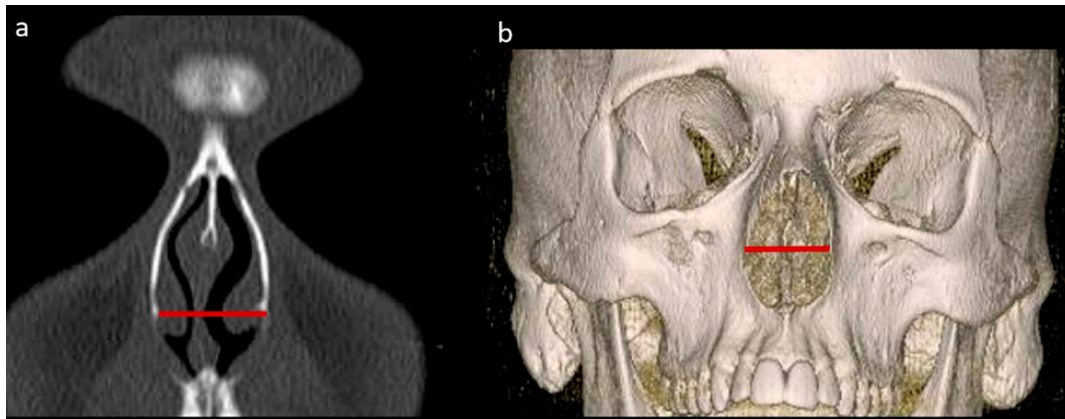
a) Reconstrucción coronal facial por TC que ilustra la distancia entre los puntos; b) corresponde al ancho de la apertura piriforme.
